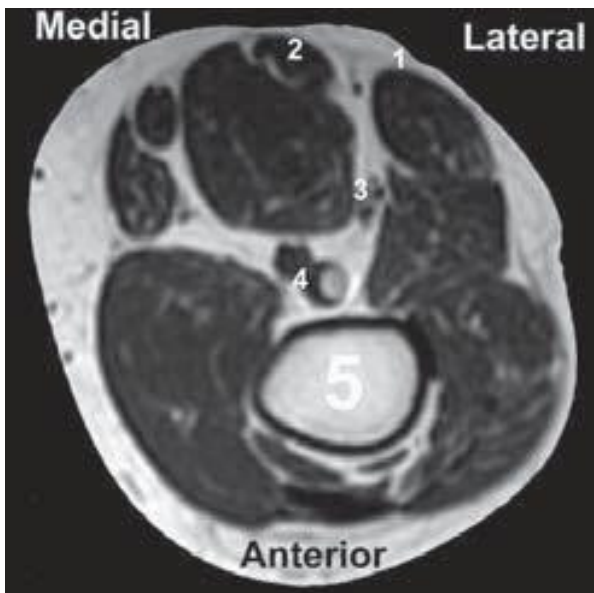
MRI de la fosa poplítea, 7 cm arriba de la misma fosa. 1, tendón del músculo bíceps crural; 2, tendón del músculo semitendinoso; 3, nervio ciático en la fosa poplítea (se muestran ambos componentes, el nervio tibial se encuentra en posición más anterior y medial, mientras que el peroneo común es más posterior y lateral); 4, arteria y vena poplíteas; 5, fémur.
